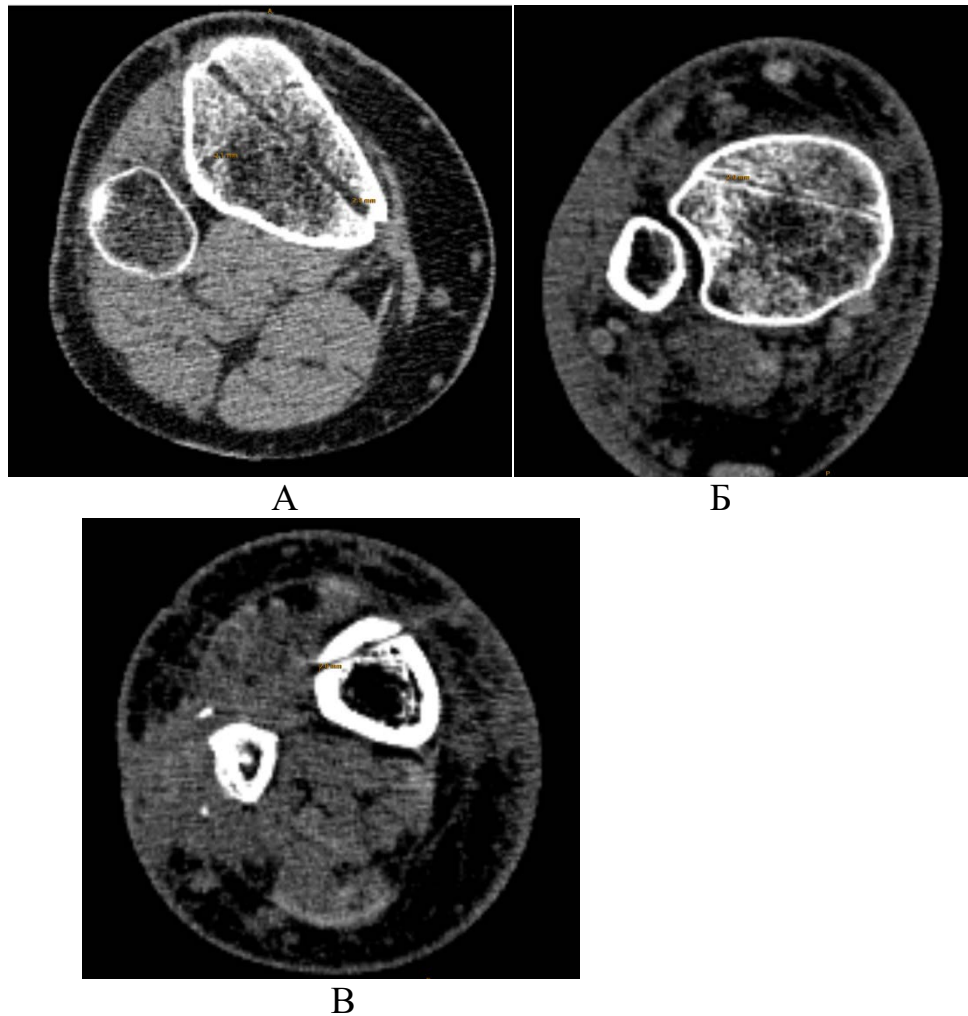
Пациент А, 24 года. КТ спицевых каналов большеберцовой кости
